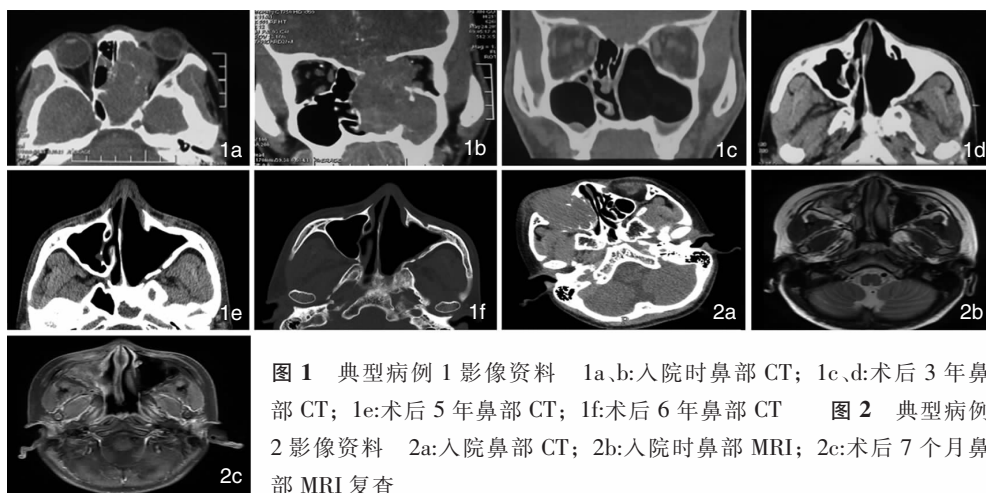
典型病例 1 影像资料 1a,b:入院时鼻部 CT; 1c,d:术后 3 年鼻部 CT; 1e:术后 5 年鼻部 CT; 1f:术后 6 年鼻部 CT 图 2 典型病例 2 影像资料 2a:入院鼻部 CT; 2b:入院时鼻部 MRI; 2c:术后 7 个月鼻部 MRI 复查
